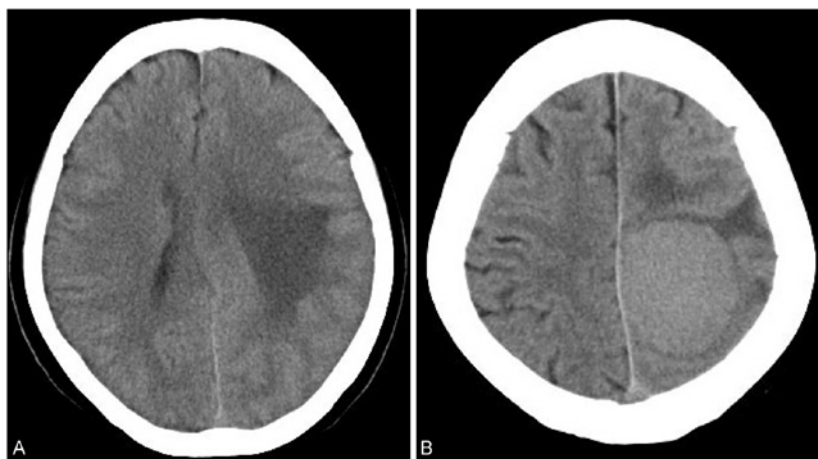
Plain CT demonstrates a left parietal mass lesion with massive perifocal edema (A,B).
